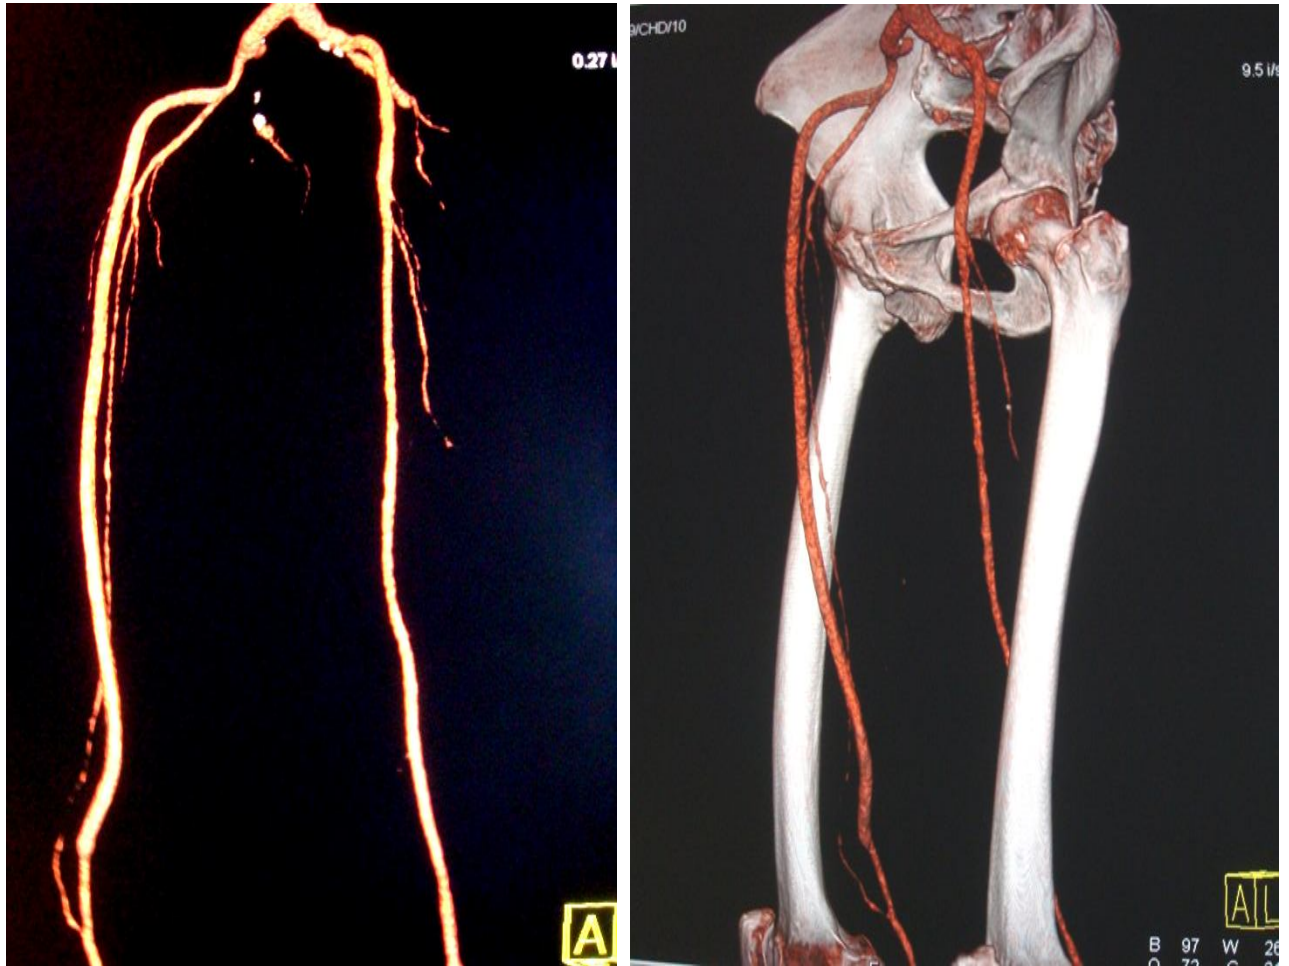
Images de reconstruction de TDM en tri-dimensionnel post-opératoire montrant un pontage perméable avec une thrombose anévrismale entre l'artère iliaque externe droite et l'ASP distale.
